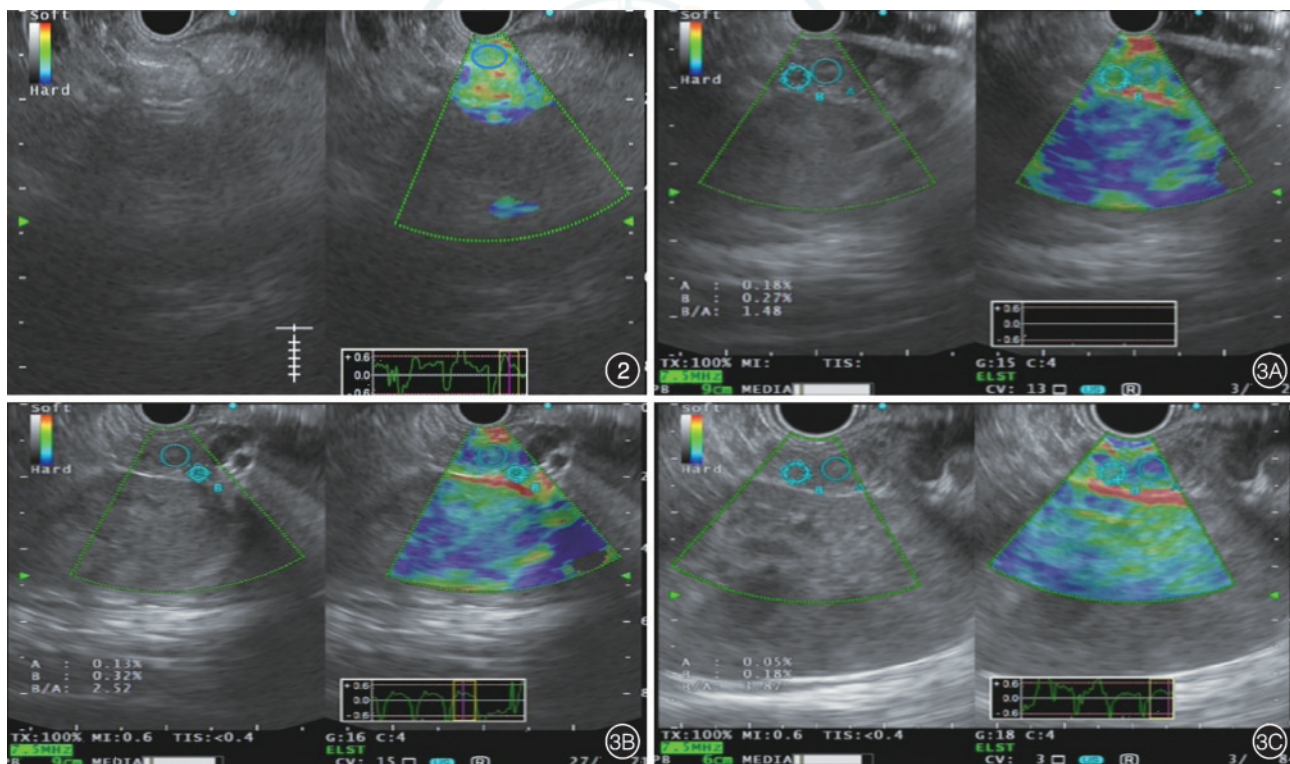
正常胰腺在弹性成像图上表现为均匀绿色模式,弹性评分为1分 图3 1例胰岛素瘤患者超声内镜引导下细针注射术(EUS-FNI)治疗前后弹性成像图 3A:术前弹性颜色模式以绿色为主,弹性评分为2分,a-弹性值为0.18,弹性应变比为1.48;3B:首次行EUS-FNI治疗后复查,弹性颜色模式为蓝绿混杂,以蓝色为主,弹性评分为3分,a-弹性值为0.13,弹性应变比为2.52;3C:末次治疗后,弹性颜色模式为均匀蓝色,混有少许绿色,弹性评分为4分,a-弹性值为0.05,弹性应变比为3.87
